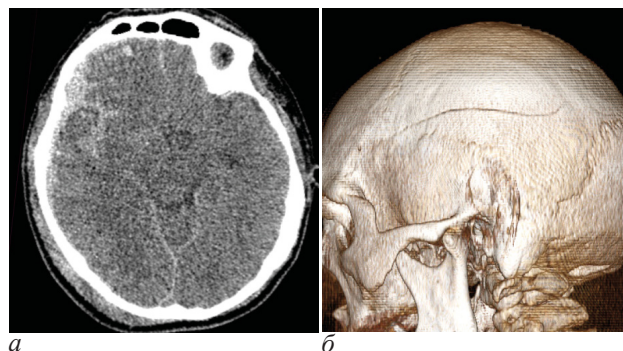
Клиническое наблюдение 4. МСКТ головы: а – мягкотканый режим; б – 3D-режим черепа
